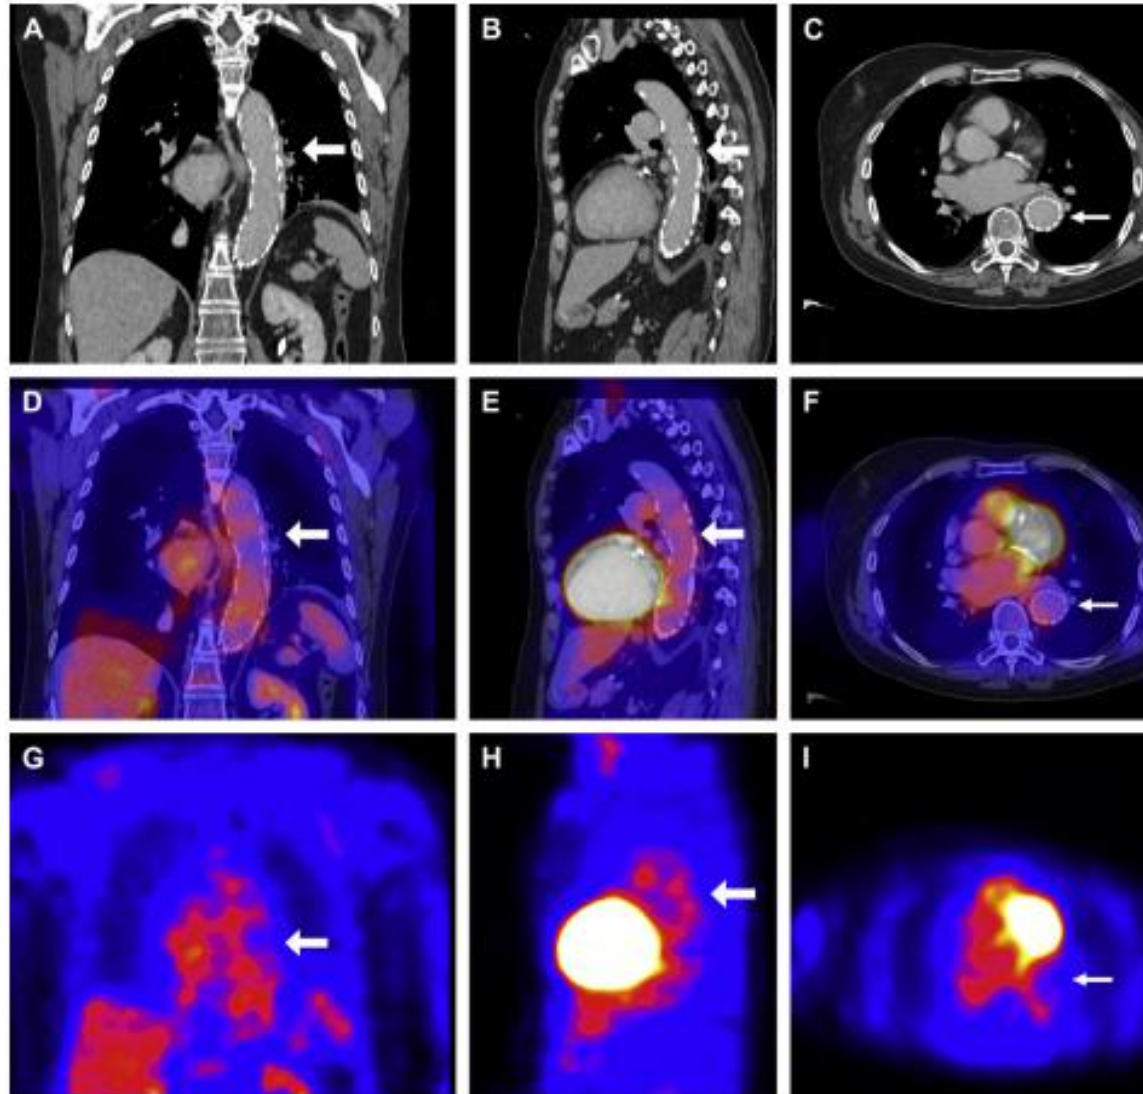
Same planes as in Fig. 1. After 6 months of antibiotic therapy the CT scan and PET scan have normalized. Note the intra-aortic stent visible on CT scan and the normal basic activity on PET scan. (There is change in diameter due to scale difference).
